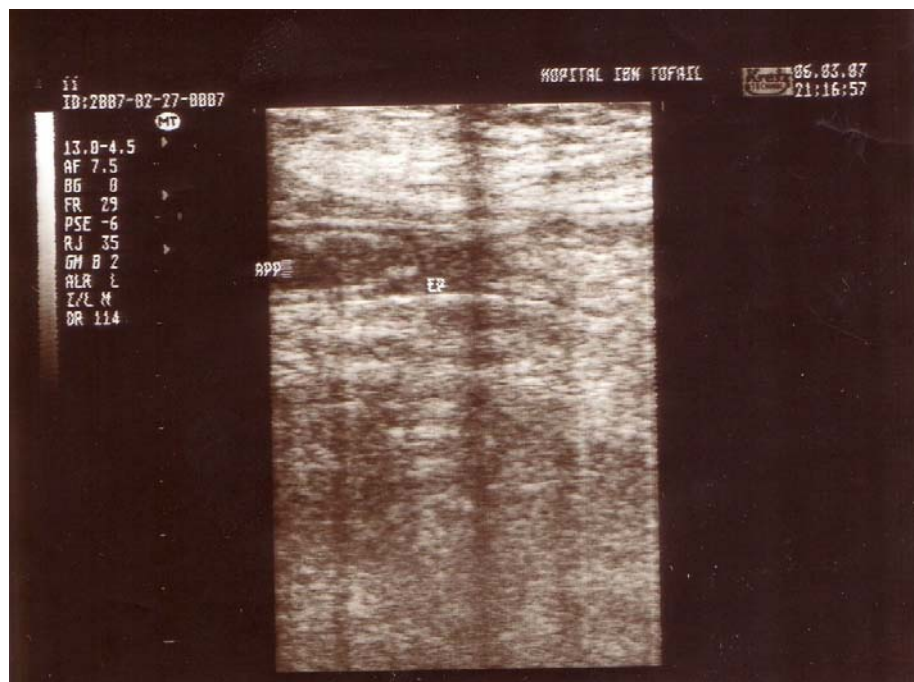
Image échographique montrant un aspect d'abcès appendiculaire
